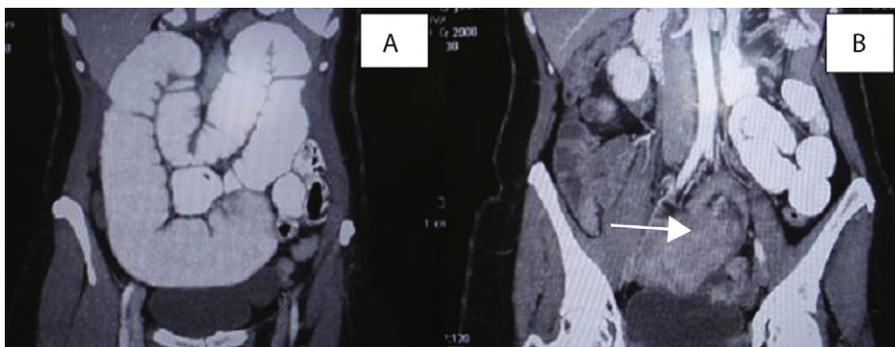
Tomografía computarizada. A. Dilatación retrógrada de intestino delgado compatible con obstrucción intestinal. B. Yeyuno. Imagen en anillos concéntricos múltiples con lesión central (imagen «en diana»).
